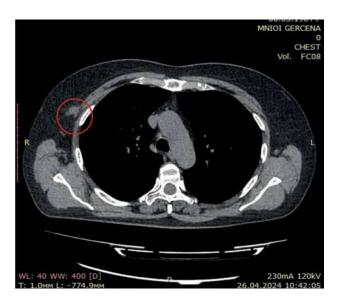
Изображение КТ-среза с образованием в молочной железе, плотно прилежащим к большой грудной мышце Fig. 4. CT-image (breast tumor tightly adjacent to the pectoralis major muscle)
